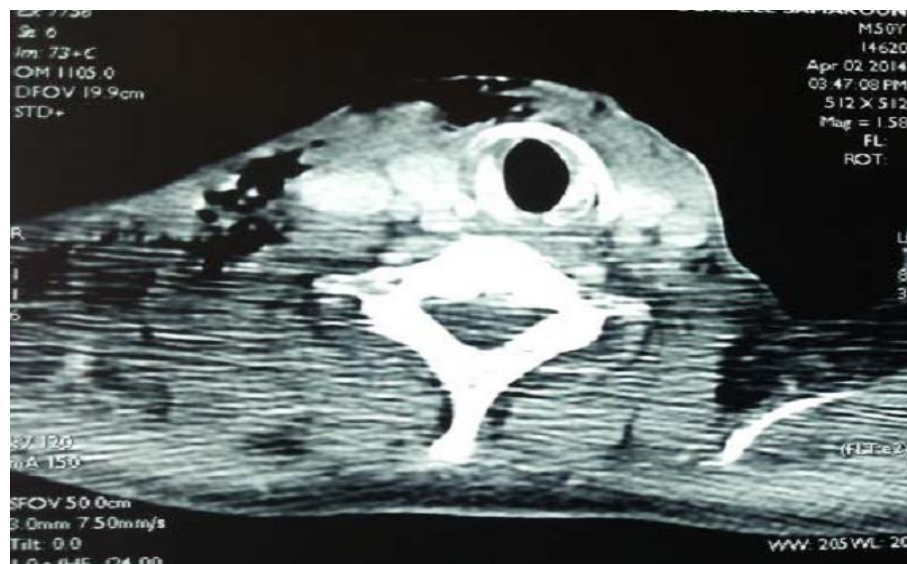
TDM Cervicale avec injection du produit de contraste iodé (fenêtre partie molle), coupe axiale passant par C6, objectivant des clartés aérique au sein des parties molles antérieure et latéro-cervicale droite
